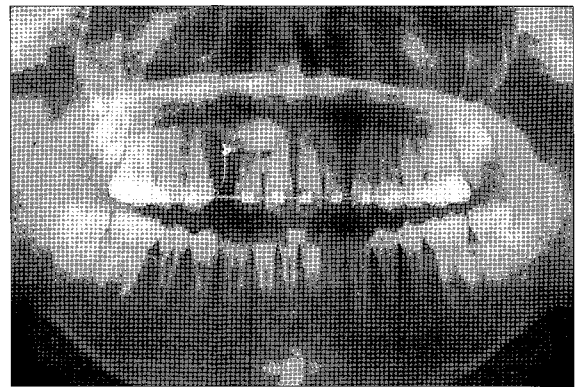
Panoramic radiograph of 6 months after orthodontic traction.
